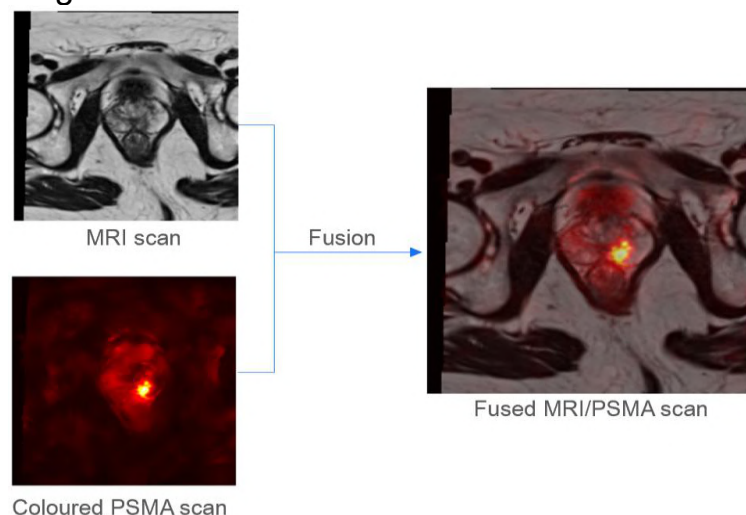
Fusion of previously registered MRI and PSMA-PET images.
